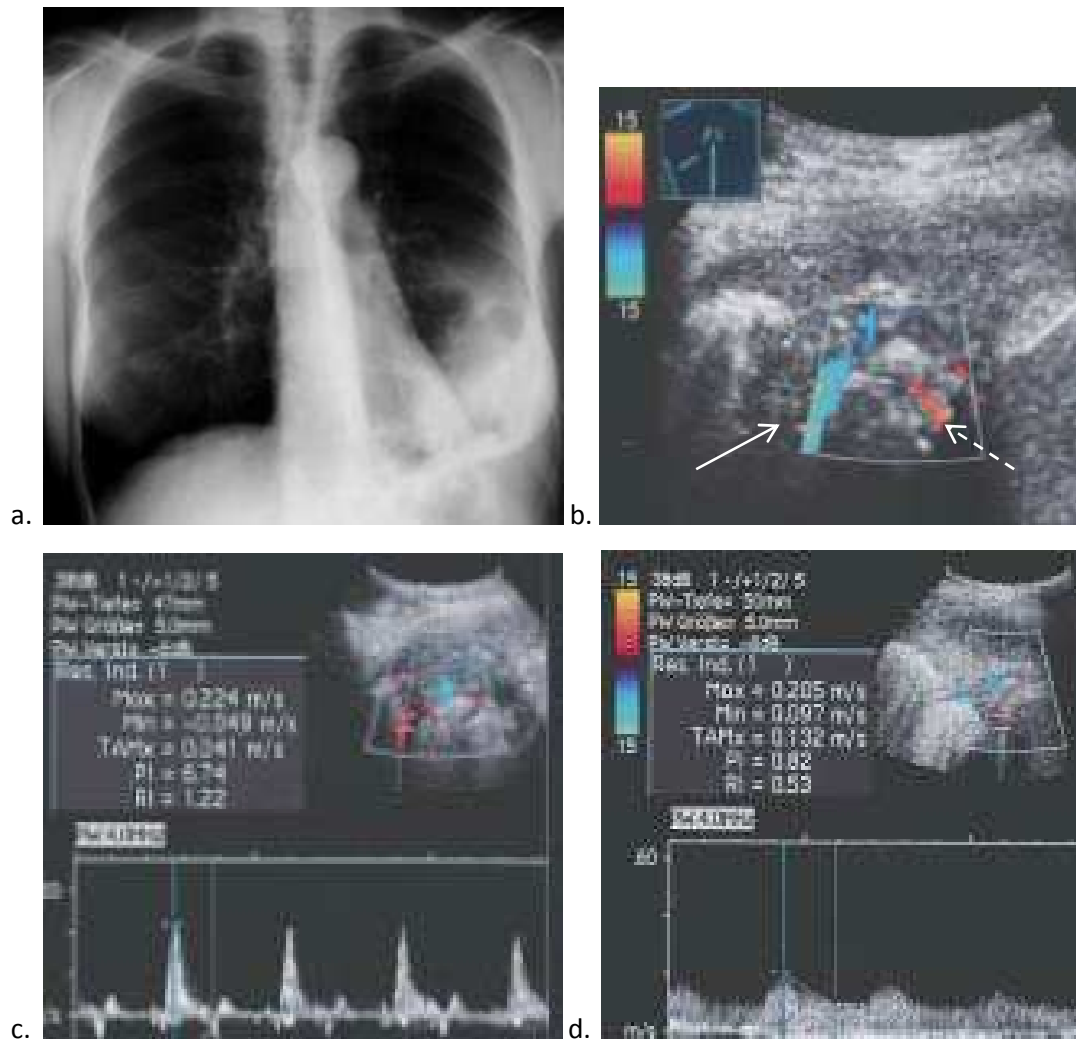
Patient mit computertomographisch gesicherter Lungenembolie.
